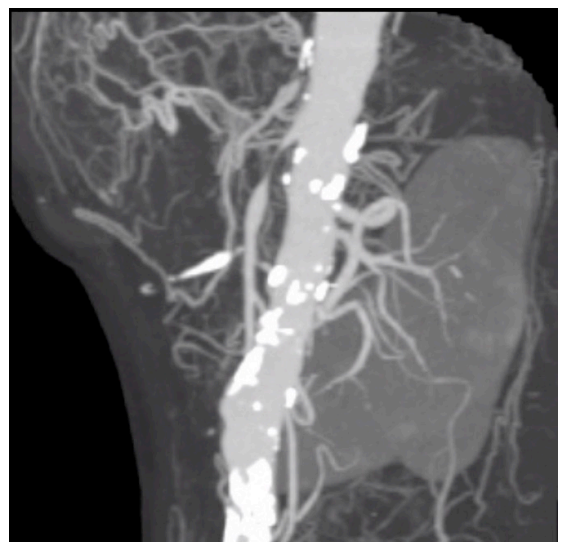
Angiotomografia de aorta abdominal e ramos, com oclusão do tronco celíaco com preenchimento distal por colaterais, estenose crítica em artéria mesentérica superior e artéria mesentérica inferior.
